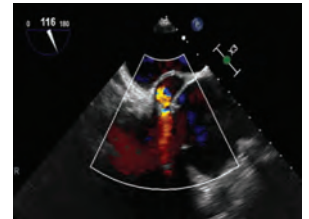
Transesophageal echocardiography shows pseudoaneurysm with blood flow in prosthetic aortic valve-anulus junction was diagnosed by colour Doppler.
